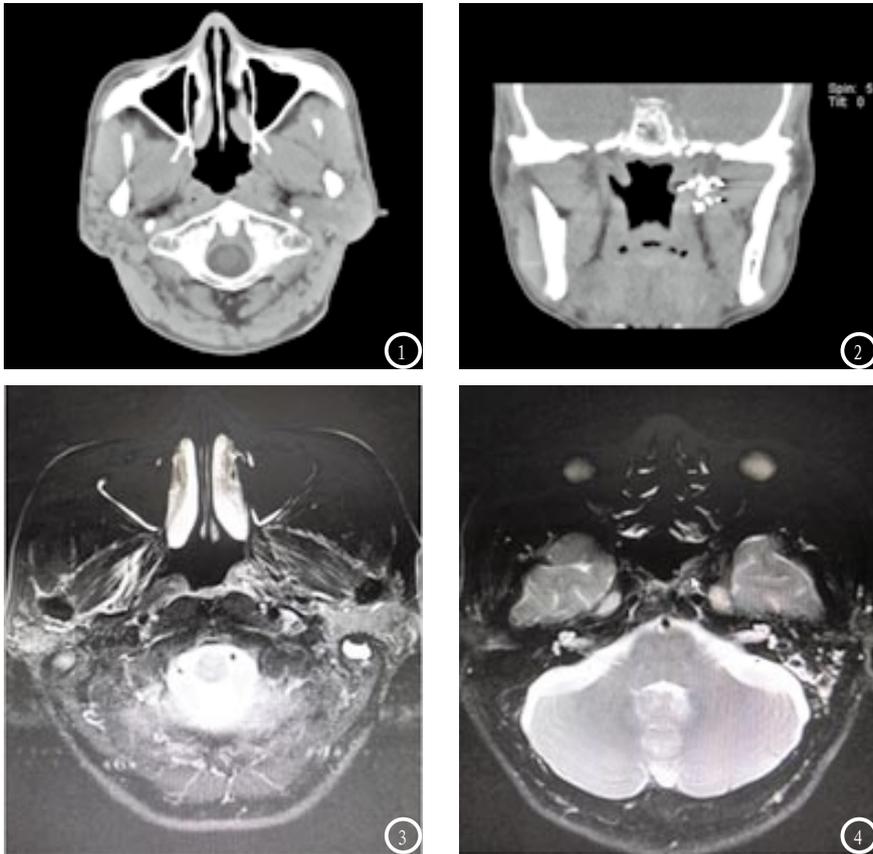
术前鼻咽癌患者横断位CT扫描,鼻咽左侧壁增厚,呈结节状突起;图2 ^{125}I 粒子植入治疗后2个月鼻咽癌患者冠状位CT扫描。图3 术前鼻咽癌患者的MRI扫描,鼻咽左侧壁增厚;图4 ^{125}I 粒子植入治疗后3个月鼻咽癌患者的MRI扫描。
